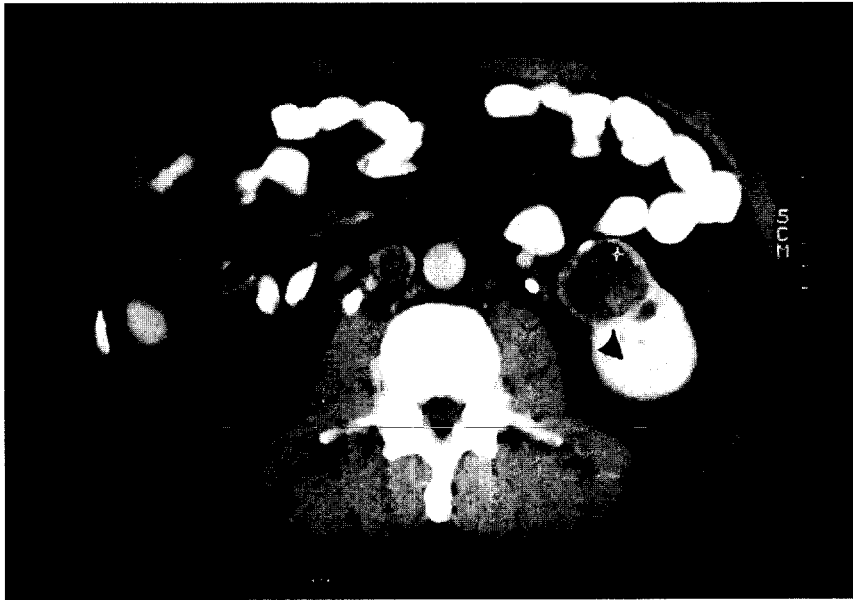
«Quiste hidatídico». TC con contrastes. Lesión en riñón izquierdo (flecha negra) con hallazgos de quiste complejo. Trombosis en vena cava (flecha blanca). La cirugía comprobó un quiste hidatídico.
